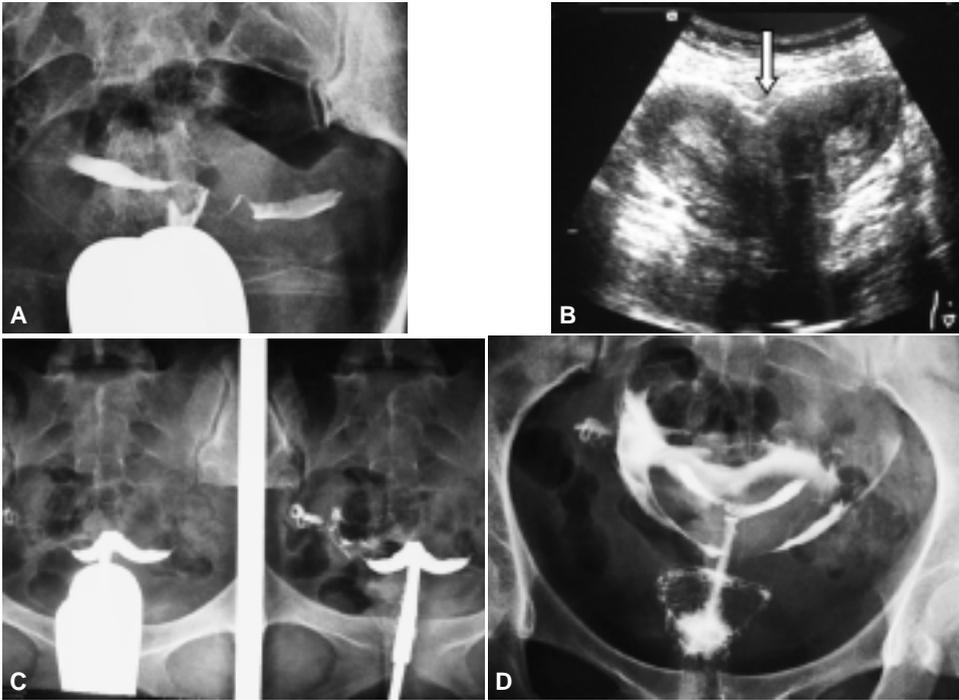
A) HSG se observa opacificación de dos cavidades endometriales, con ángulo mayor a 90° , entre cada cuerno, un conducto cervical interno y un solo canal vaginal. B) Se corrobora por ultrasonido la presencia de dos cuerpos uterinos cada uno con su cavidad endometrial. C, D) HSG de diferentes pacientes con opacificación de doble cavidad endometrial.
